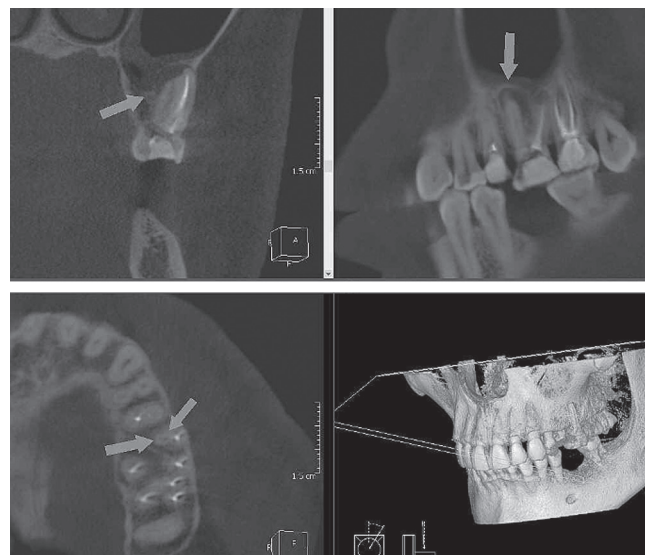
На КЛКТ просвет МБ-2 канала зуба 26 определяется на рентгенографических срезах во фронтальной, сагиттальной и аксиальной проекциях.
